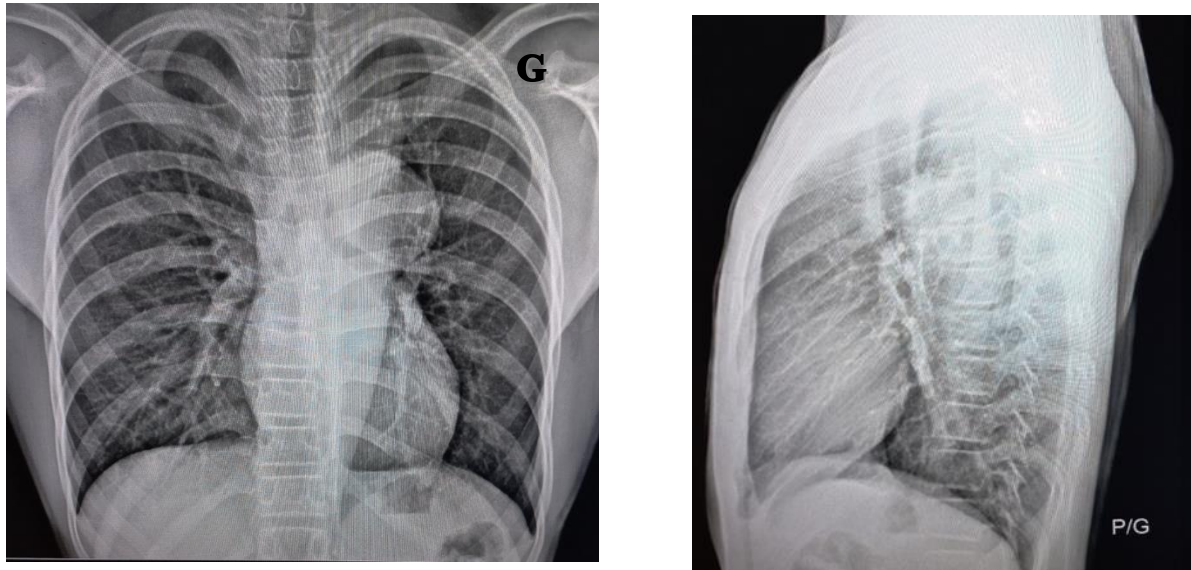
Radiographie thoracique de face et de profil gauche.
